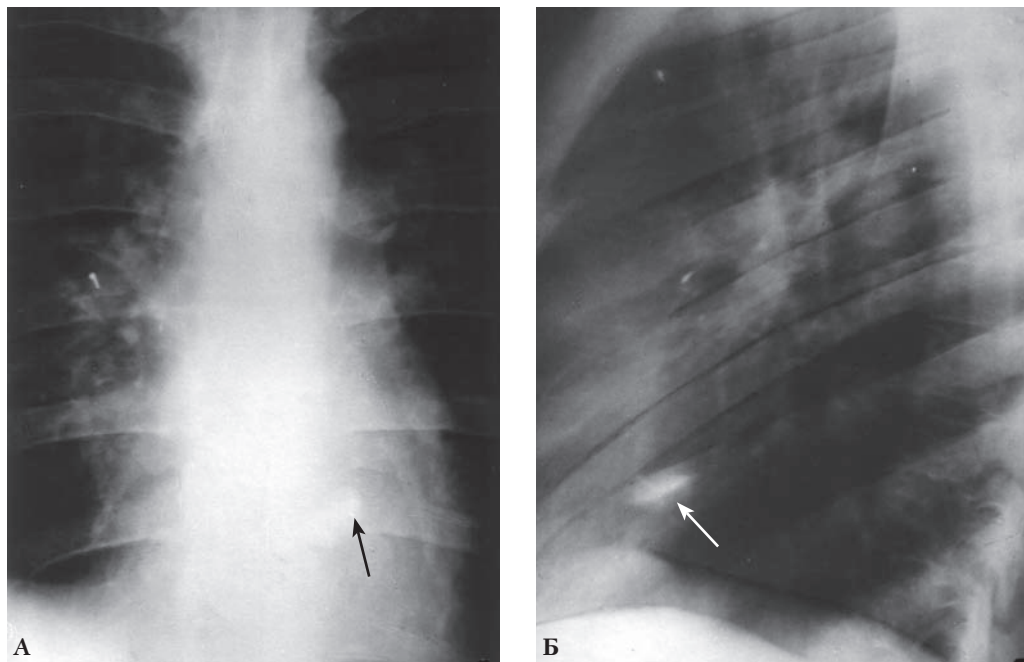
Рентгенограммы больного К., 19 лет. Пуля в сердце (стрелка). А – передняя проекция; Б – левая боковая проекция.
